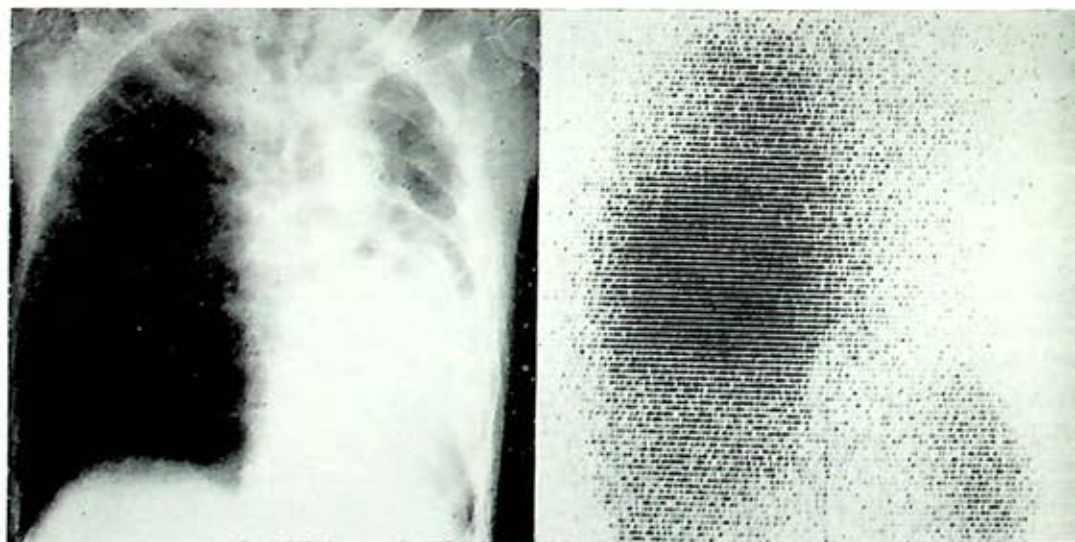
A) La radiografía demuestra que el pulmón izquierdo está completamente afectado por tuberculosis con desviación del mediastino a la izquierda. B) El gammagrama pulmonar establece que el pulmón izquierdo no funciona, pues no hay ninguna radiactividad, lo cual indica una ausencia de la circulación pulmonar.
